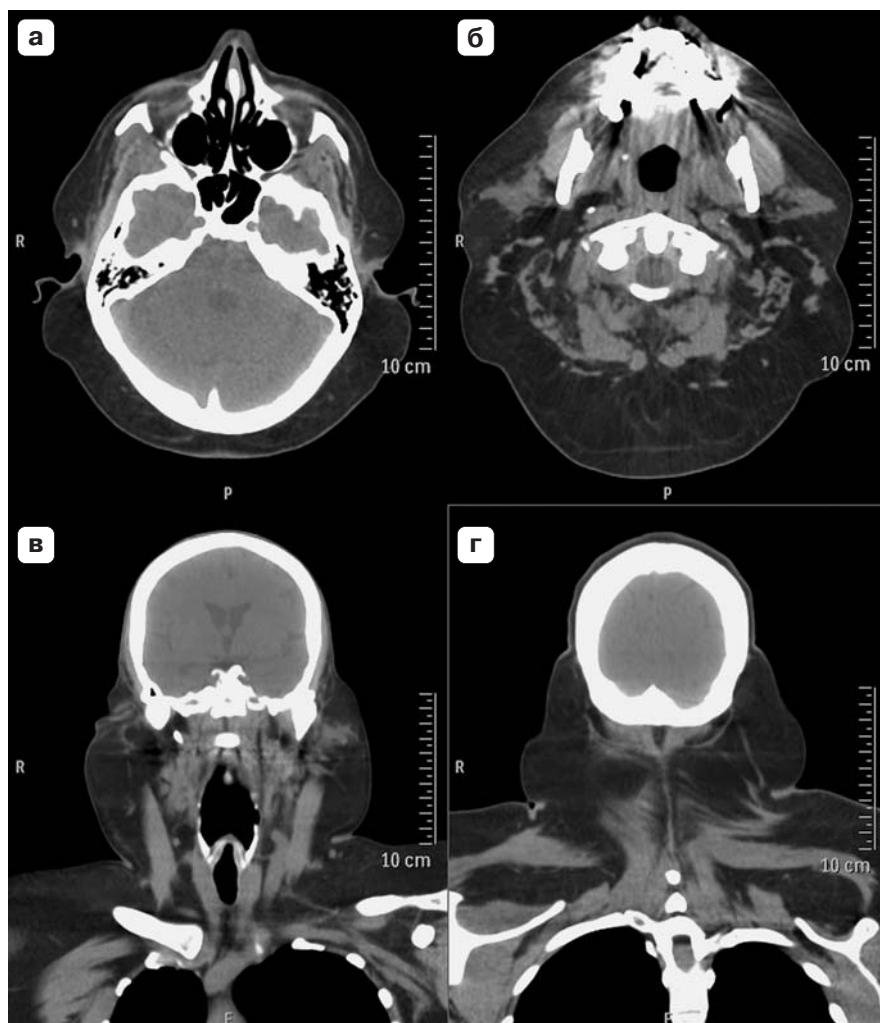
КТ-изображения головы, шеи, плечевого пояса и верхней половины туловища. а – аксиальная плоскость, срез на уровне пирамид височных костей; б – аксиальная плоскость, срез на уровне C_1 ; в – фронтальная плоскость, срез на уровне голосовых связок; г – фронтальная плоскость, срез на уровне затылочной кости.
